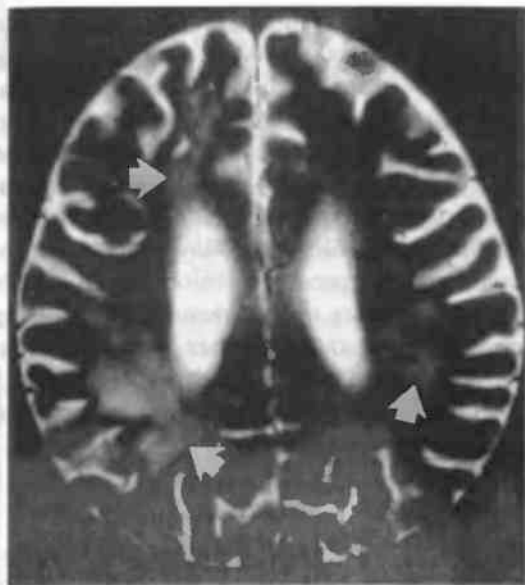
Изменения белого вещества головного мозга (стрелки) у ребенка после лучевой терапии на МРТ в T2-изображении
